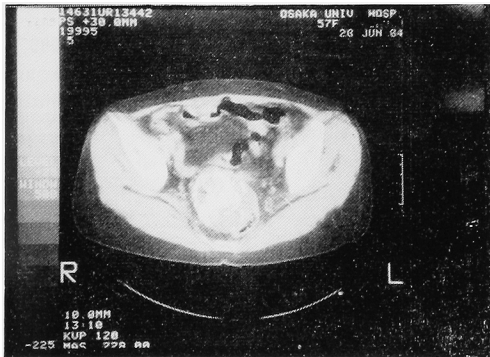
Computed tomography revealed a tumor in pelvic cavity, which was suspected to be an ovarian tumor.
